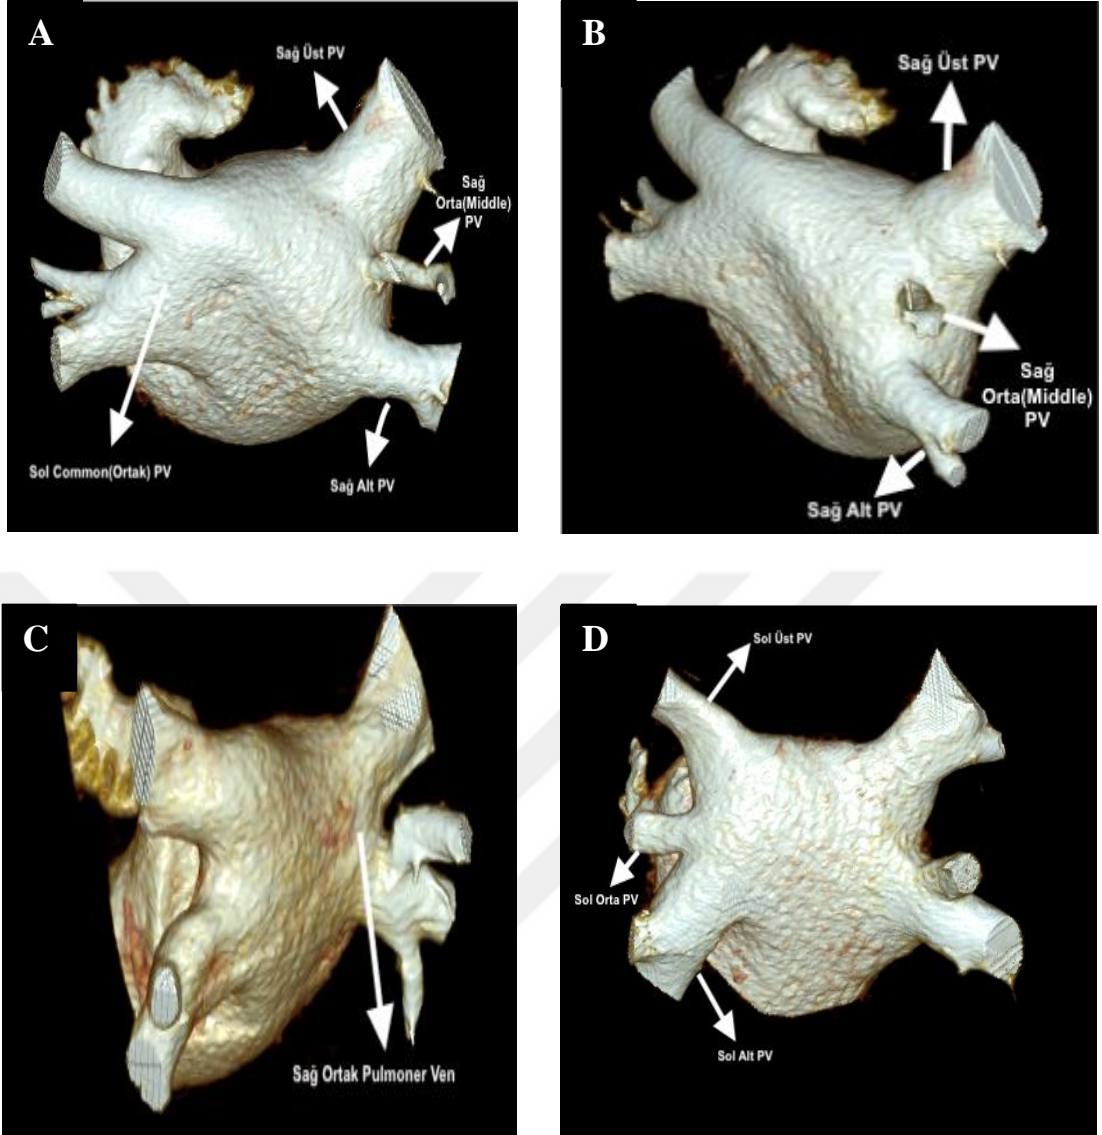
Pulmoner ven anatomisinin bilgisayarlı tomografi analizi
